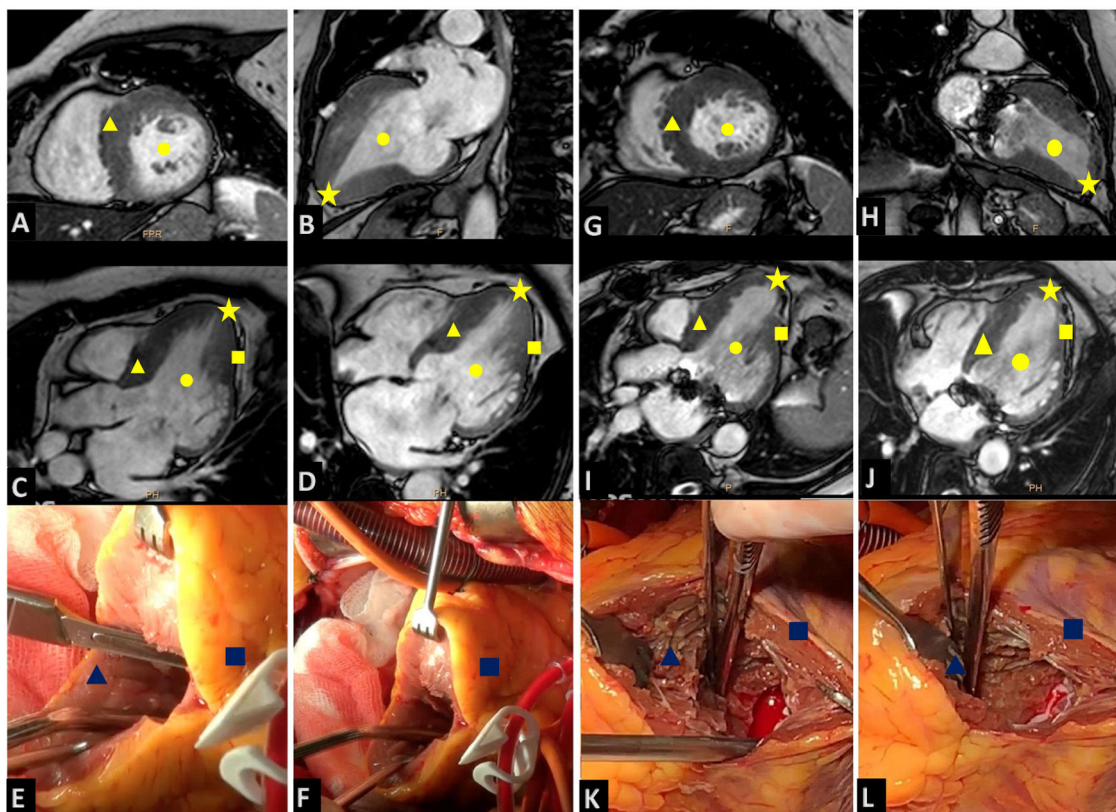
Volúmenes diastólicos del ventrículo izquierdo prequirúrgicos y en el seguimiento; imágenes del campo quirúrgico. A-D: resonancia magnética prequirúrgica en eje corto de 2 cámaras, eje largo de 2 cámaras, eje largo de 3 cámaras y eje largo 4 cámaras respectivamente. E y F: ventriculotomía; campo quirúrgico premiectomía. G-J: seguimiento con resonancia magnética en eje corto de 2 cámaras, eje largo de 2 cámaras, eje largo de 3 cámaras y eje largo de 4 cámaras. K y L: campo quirúrgico posmiectomía. Círculo: volumen telediastólico del ventrículo izquierdo. Triángulo: septo interventricular. Cuadrado: pared libre del ventrículo izquierdo. Estrella: ápex del ventrículo izquierdo.
